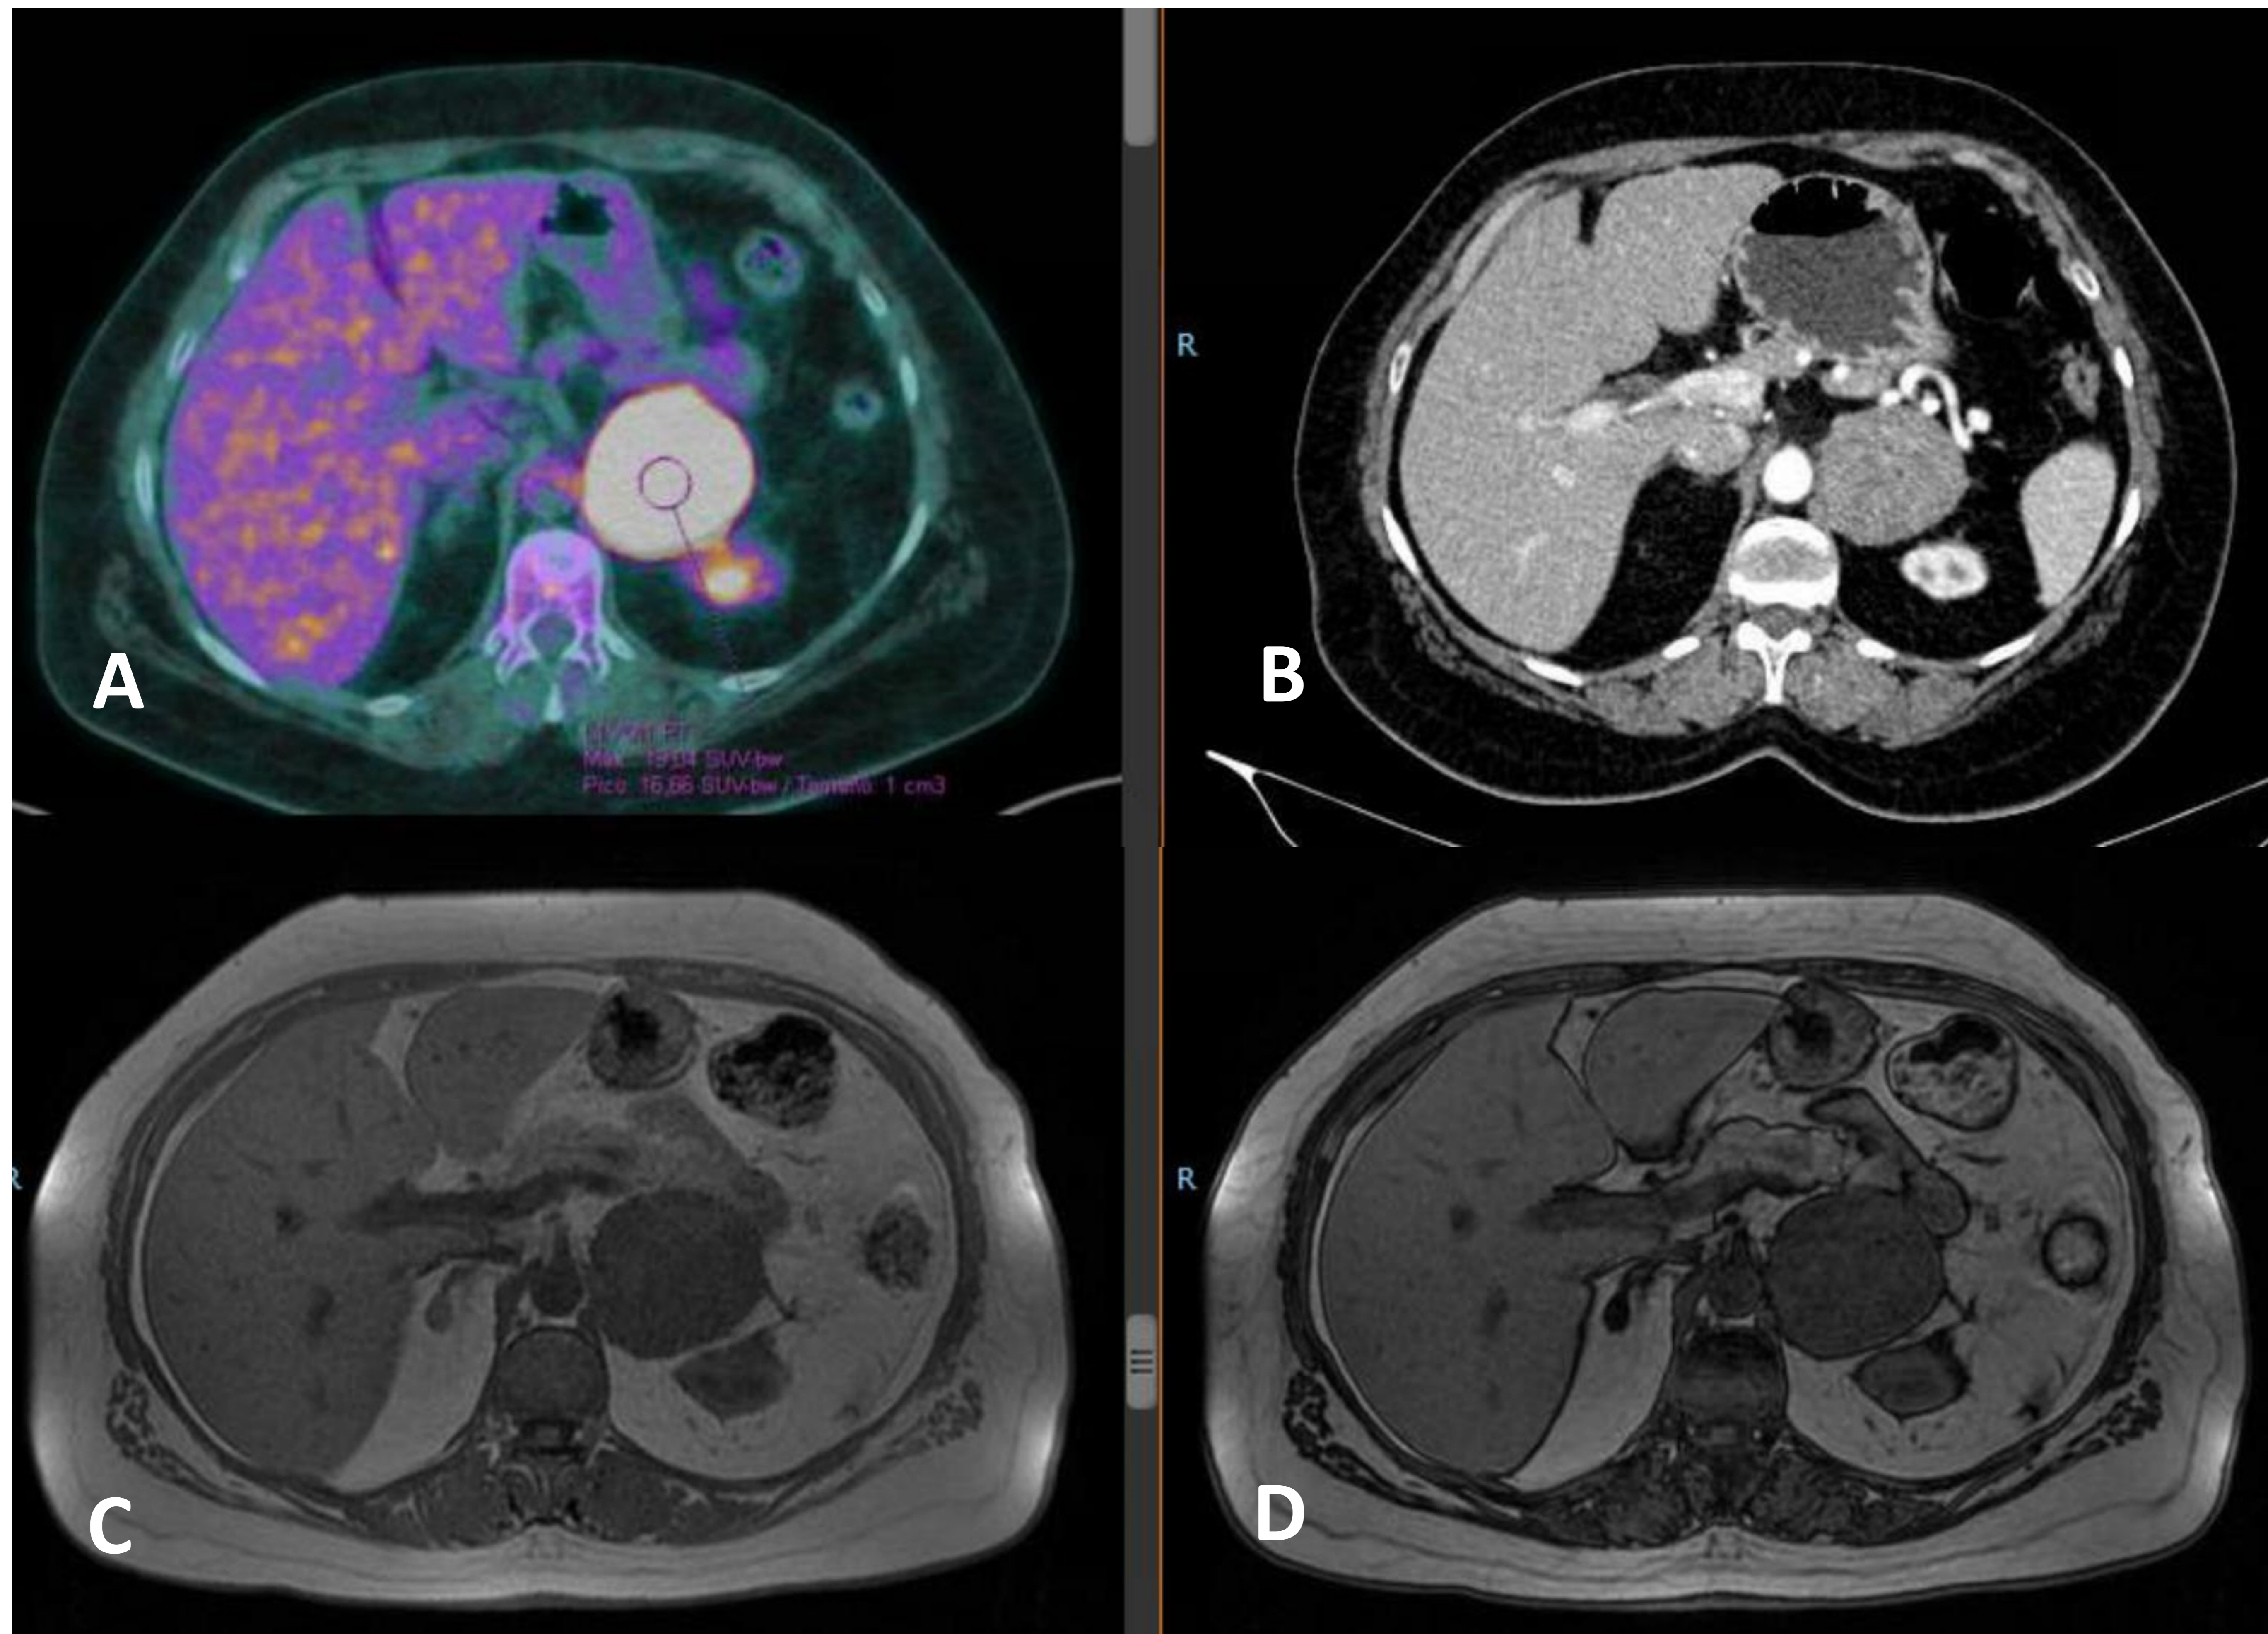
A) PET-TC, B) TC con contraste iv, C) y D) RM en fase y fuera de fase. Gran masa suprarrenal izquierda en paciente con antecedente de ca. de mama, de características radiológicas indeterminadas, sugestiva de metástasis dado el antecedente. Tras exéresis se llega a diagnóstico AP de carcinoma de corteza suprarrenal oncocítico.
